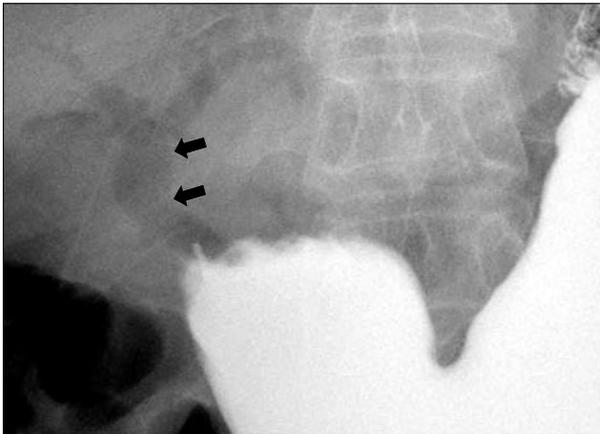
Abdomen simple X-ray. It revealed pneumobilia (arrows) in the common bile duct, suggesting the presence of biliary enteric fistula.
